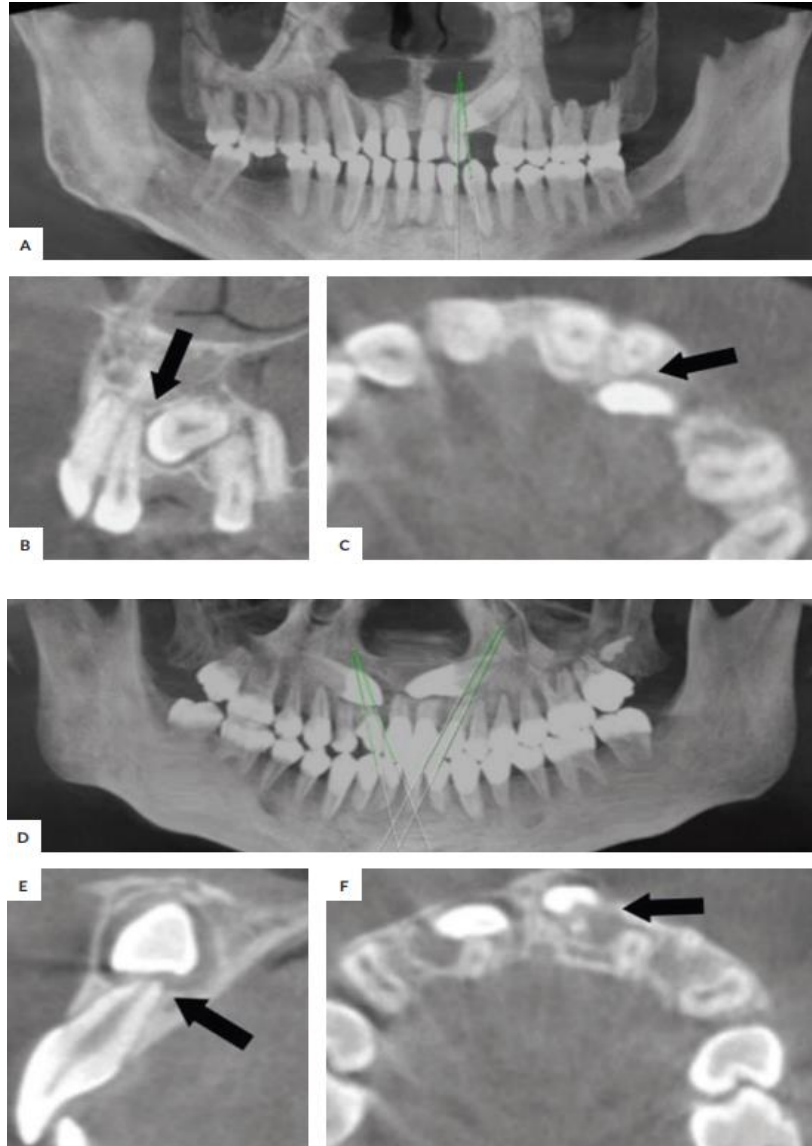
Vue d'ensemble de la position de la canine dans le secteur vue sur les photos panoramiques (A, D) et détection de la résorption radiculaire dans les photos CBCT des plans sagittal et axial (B, C, E, F) (128)
